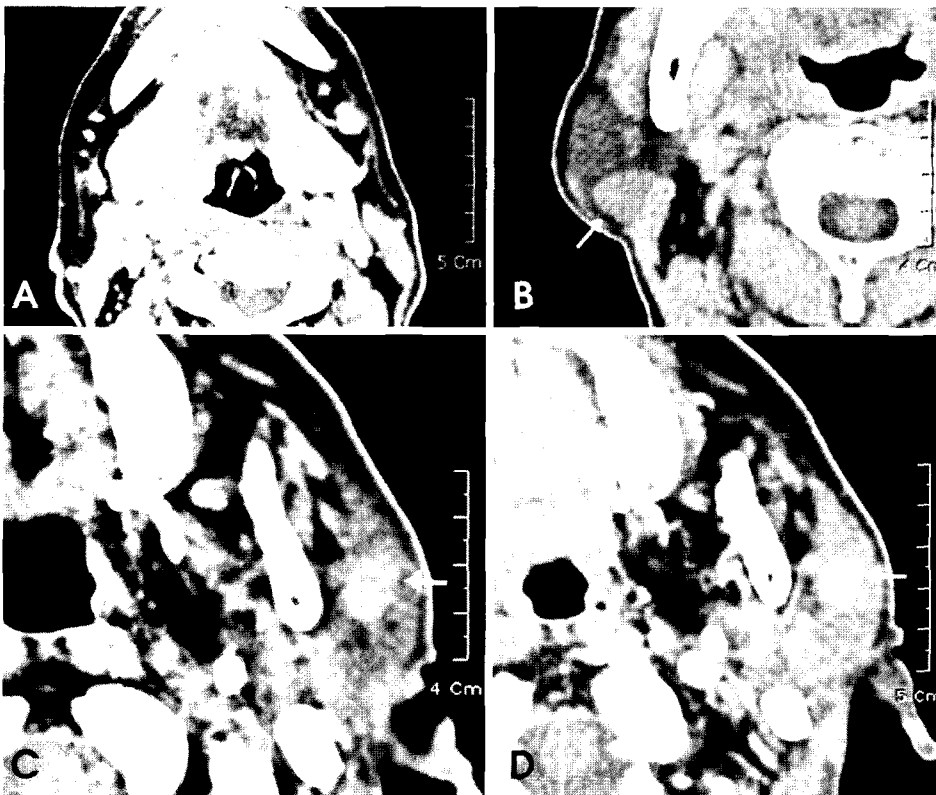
Computed Tomography of parotid gland. A. Multiple small stones and sialoadenitis are observed in the right submandibular gland. B, C. Axial CT scans show the tumorous lesions in the superficial lobes of right and left parotid gland. These tumorous lesions show an oval shape, and a well-defined margin. D. This image demonstrates homogeneously contrast enhancing mass in the superficial lobe of left parotid gland.
